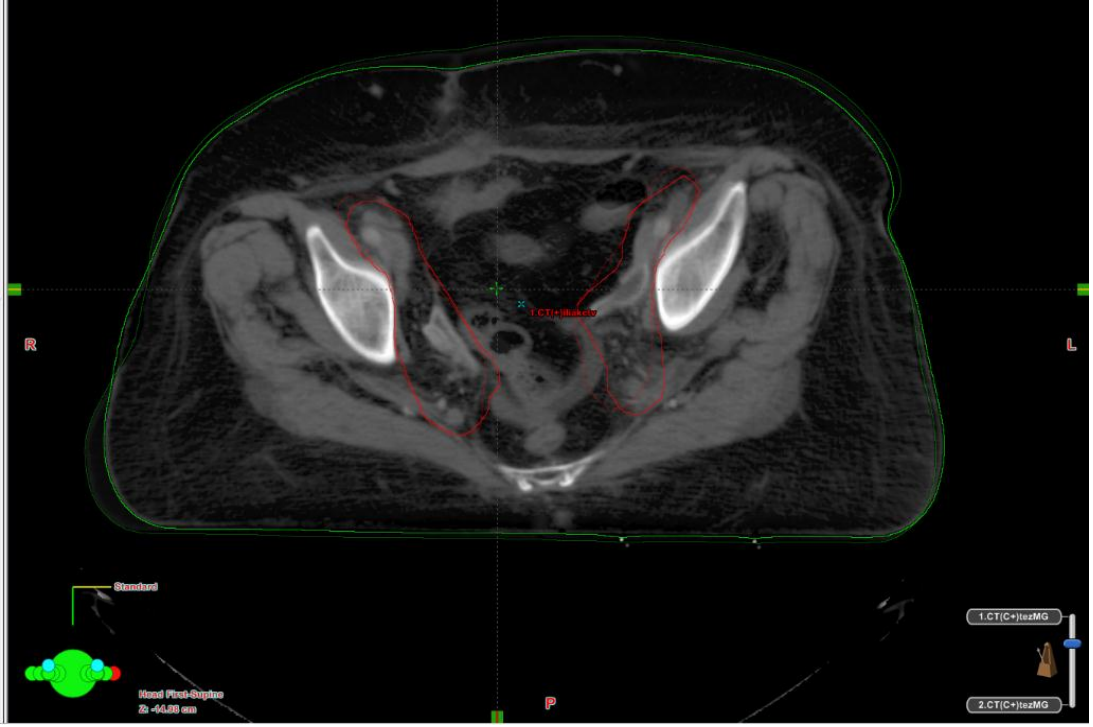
'da bir hastanın tedavi başında ve 3. haftanın sonunda çekilen BT görüntüleri füzyon yapıldıktan sonra, CTV'de sapmalar gösterilmiştir. Özellikle longitudinal düzlemde sapma varken, diğer yönlerde belirgin farklılık gözlenmemektedir.
